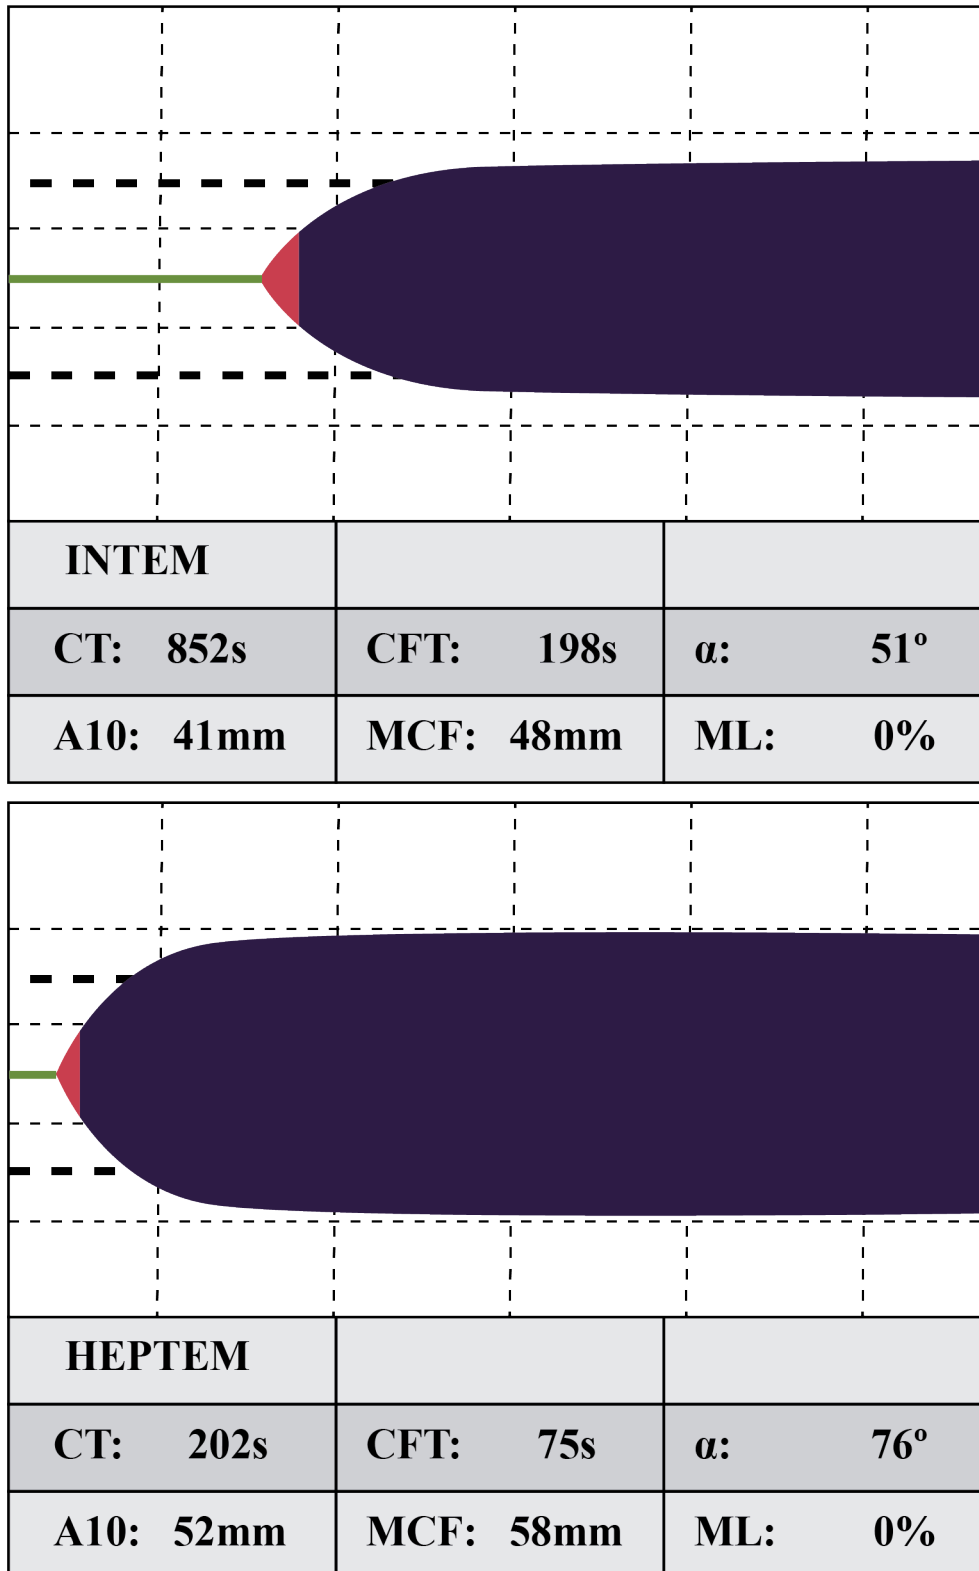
Exemplo de resultado do teste HEPTEM. Fonte: autoral, adaptado de *Calatzis et al*<sup>72</sup>. CT (expresso em segundos) = Tempo de Coagulação: se refere à formação de trombina, tempo desde a ativação até uma amplitude de 2mm;  $\alpha$  (expresso em °) = definido como ângulo entre a linha de base e a tangente da curva de coagulação na amplitude de 2mm; CFT (expresso em segundos) = Tempo de Formação do Coágulo: refere-se à
